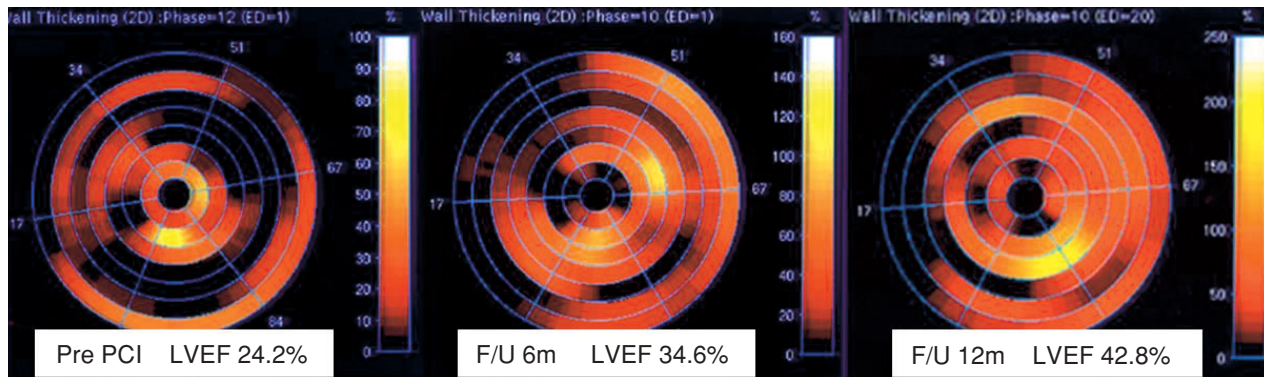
Cine MRIによる左室機能評価(wall thickeningのBull's eye解析)
